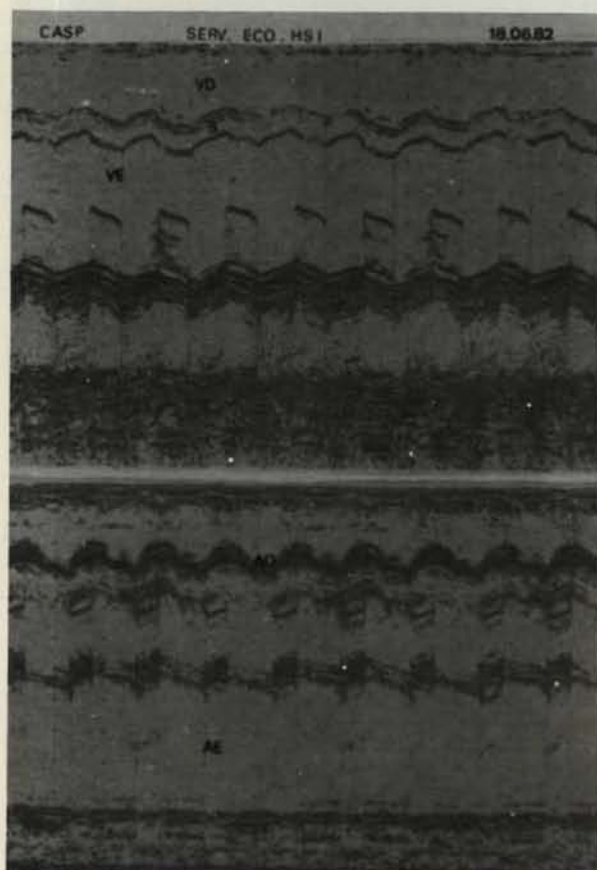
Ecocardiograma pós-reoperação.
